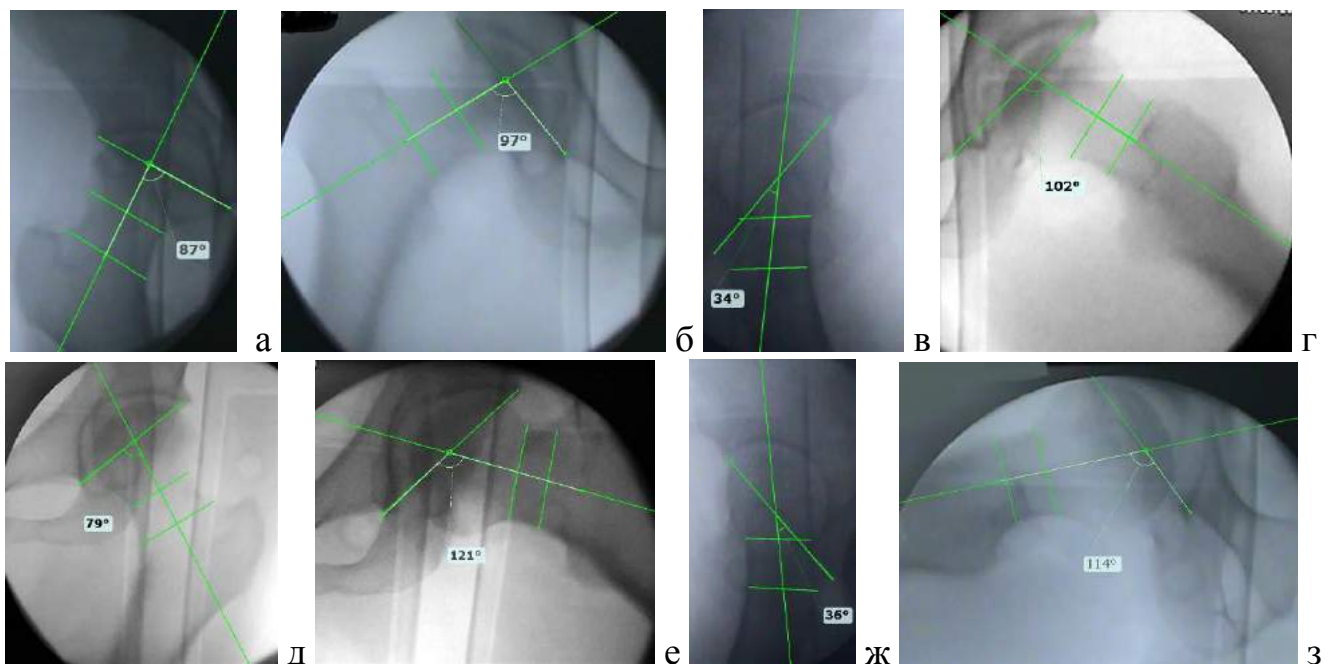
♂, 32 года, диагноз: АНГБ правого бедра, 3ст. Рентгенокинематография правого ТБС до артропластики, а – максимальное приведение, б – максимальное отведение, в – максимальное разгибание, г – максимальное сгибание. Объем движений правого ТБС во фронтальной плоскости – 10° , в сагиттальной плоскости – 68° . Рентгенокинематограммы левого ТБС: д – максимальное приведение, е – максимальное отведение, ж – максимальное разгибание, з – максимальное сгибание. Объем движений левого ТБС во фронтальной плоскости – 42° , в сагиттальной плоскости – 78°
